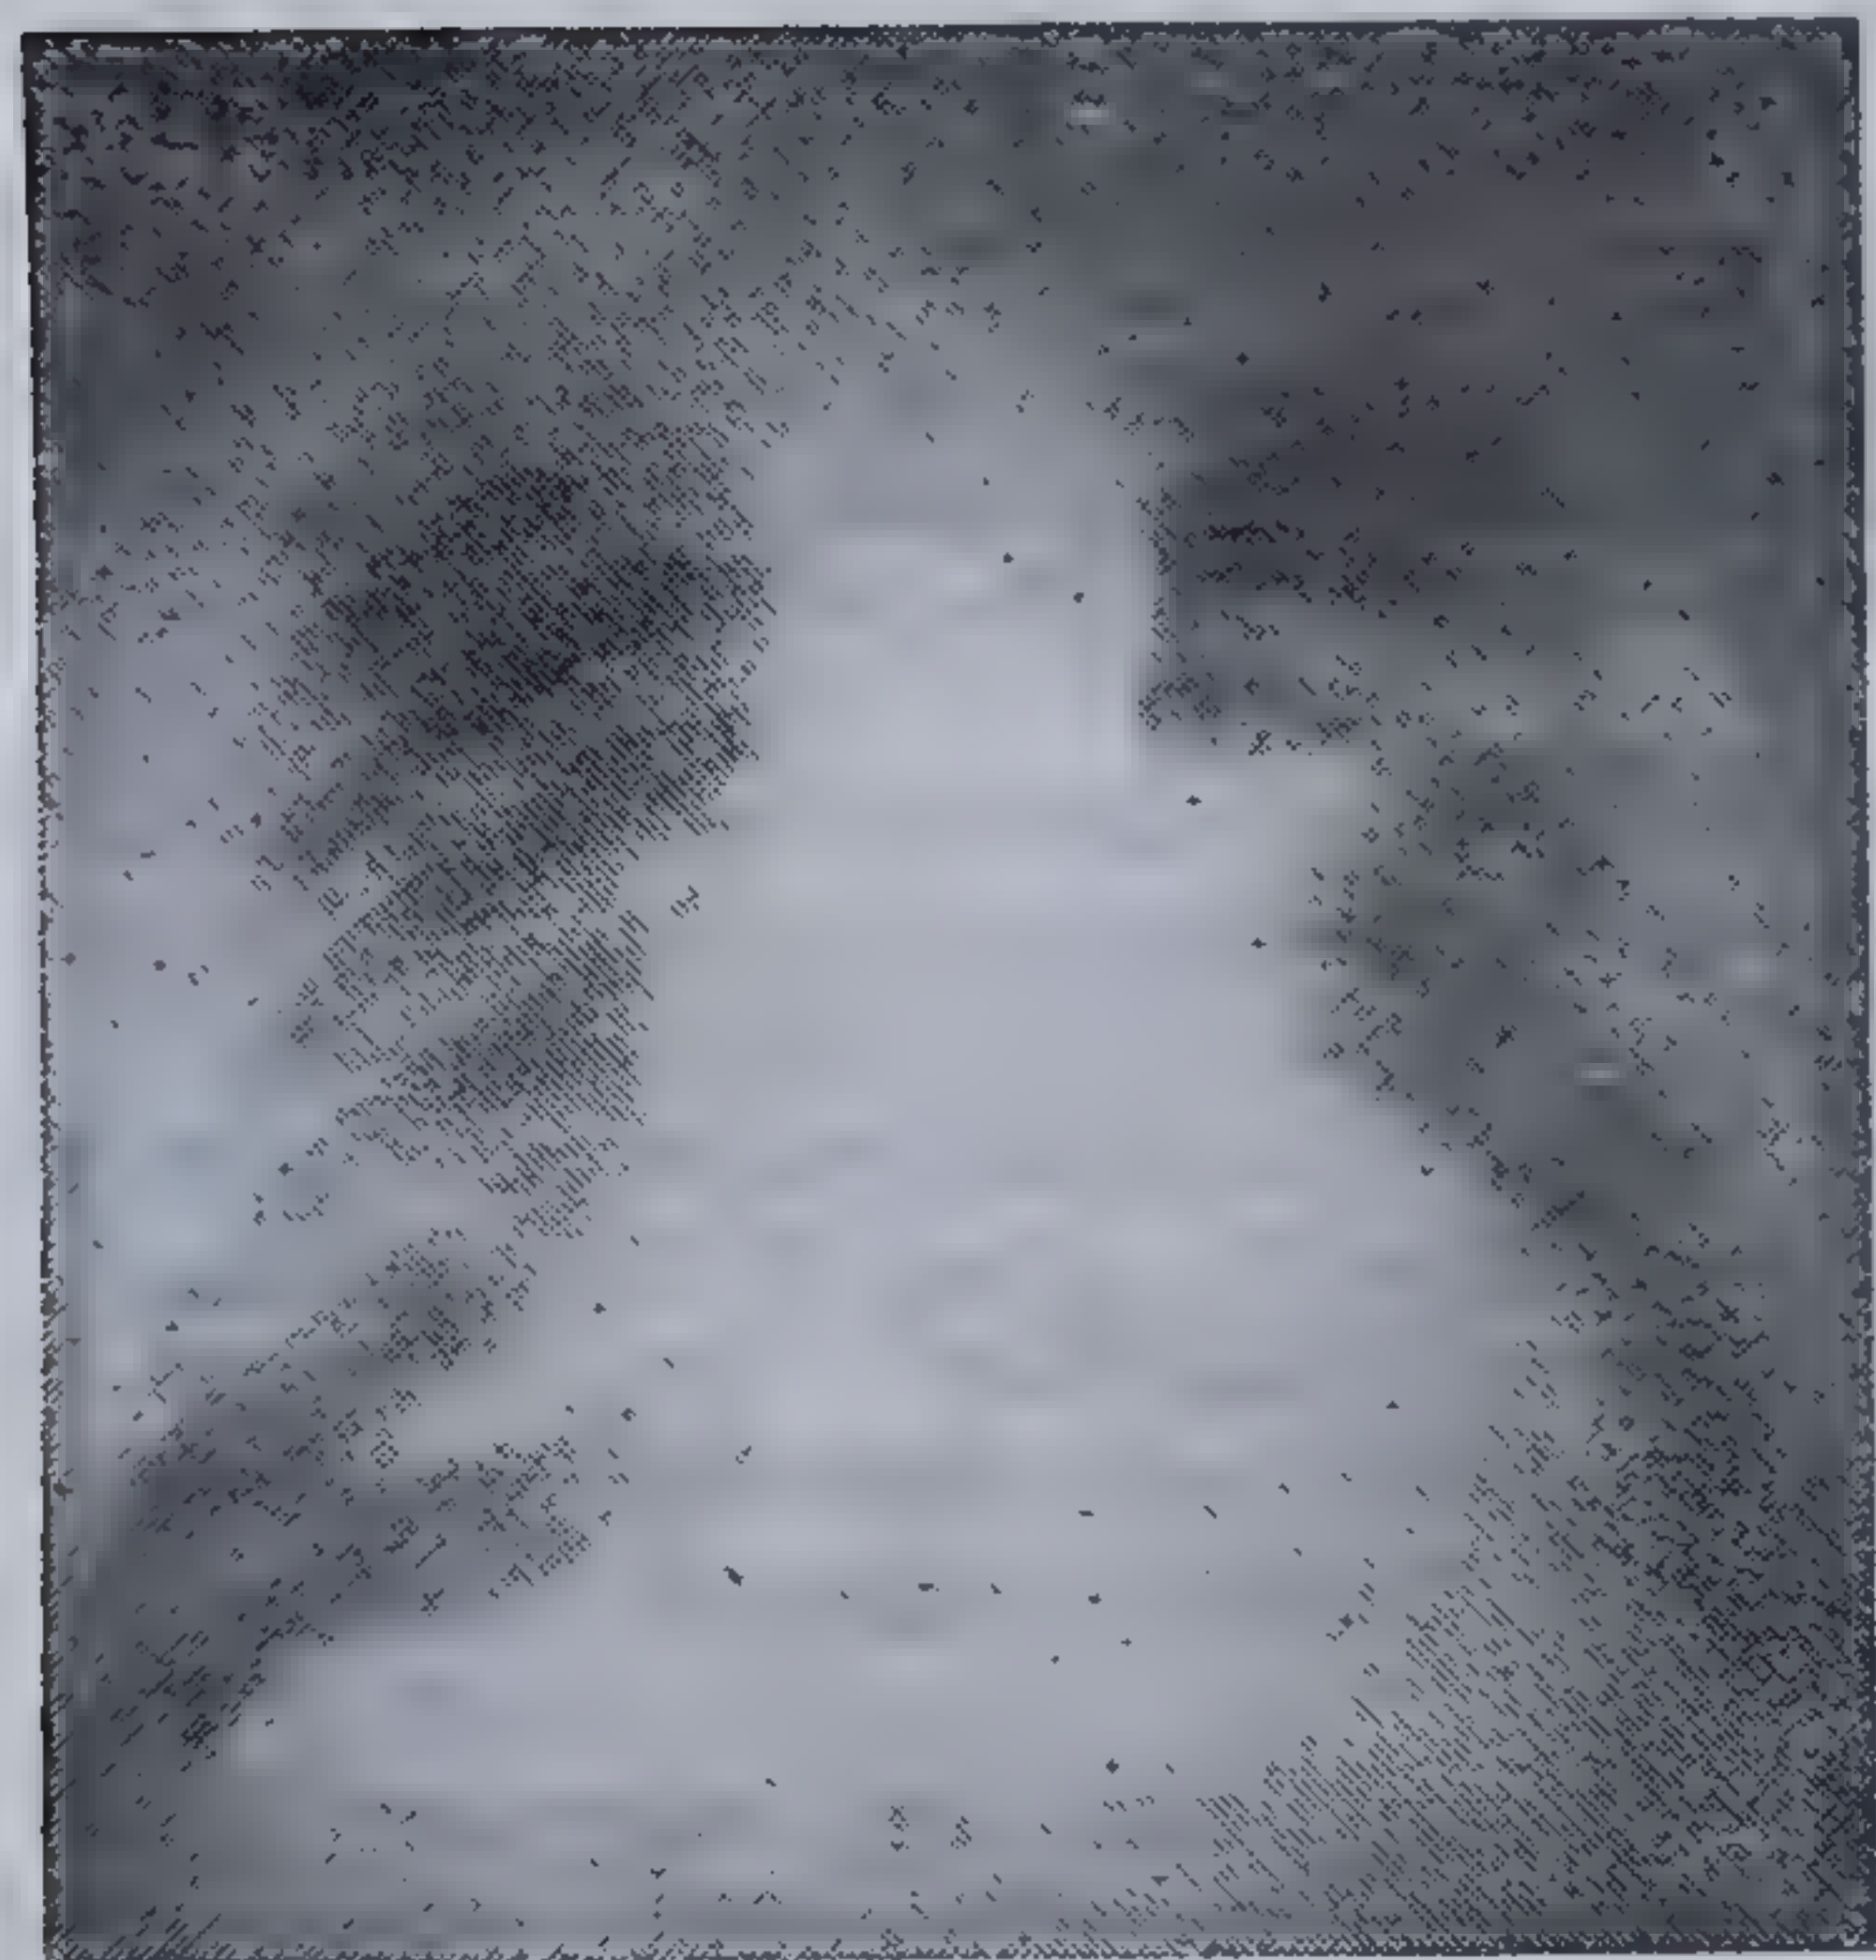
Radiografie: neoplasm pulmonar centro-hilar stîng.
